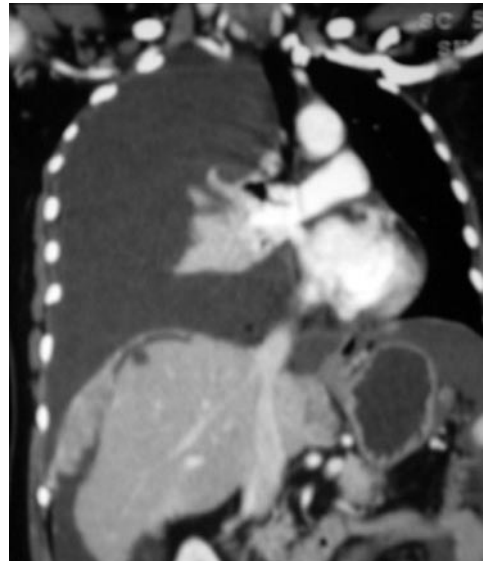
Immagine TAC di versamento pleurico massivo dx. con dislocazione del mediastino.
